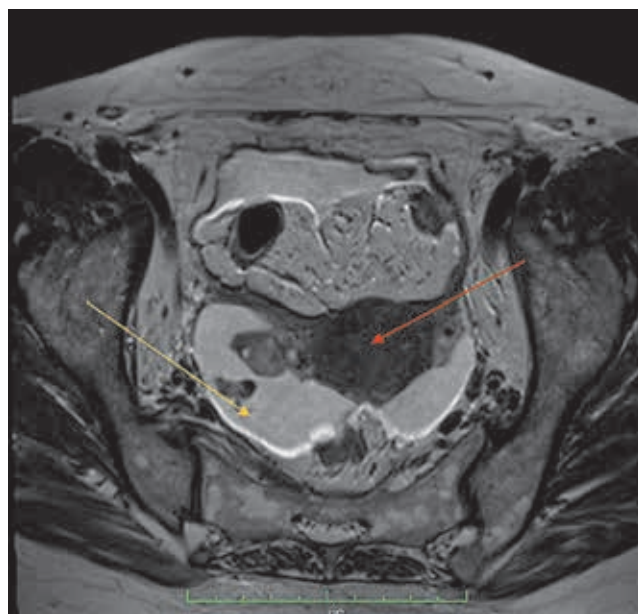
МРТ малого таза от 06.2016.
